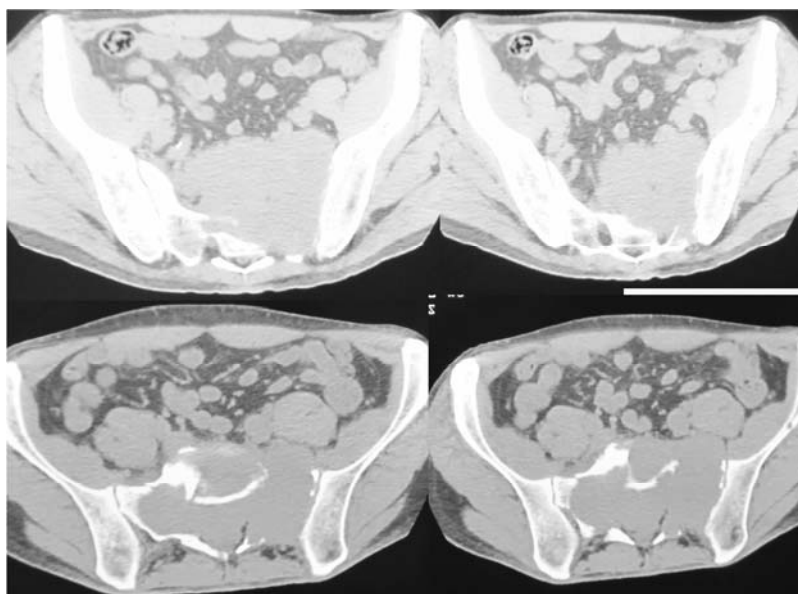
КТ, аксіальні зрізи. Пухлинна деструкція і заміщення крижової кістки та її бічних мас, поширення пухлини в порожнину малого тазу
